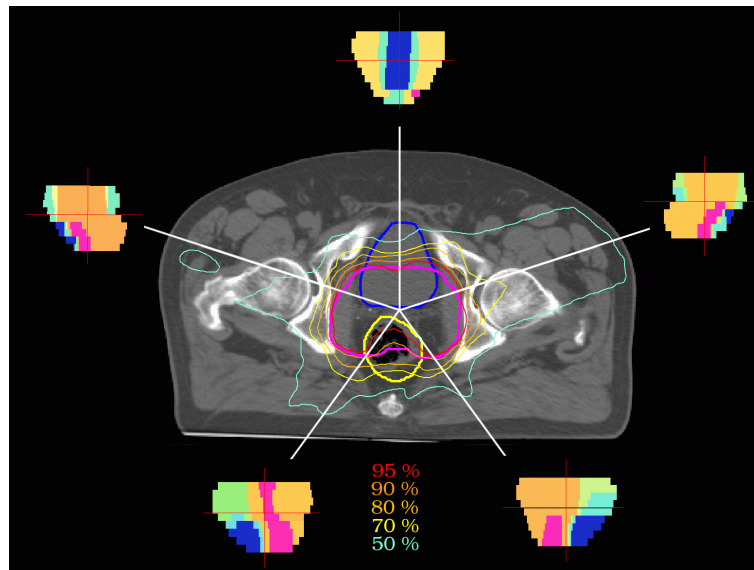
CT-Schnittbild eines Patienten mit Prostatakarzinom. Dargestellt sind die verschiedenen planungsrelevanten Strukturen (blau: Blase; violett: PTV; gelb: Rektum) sowie die Gesamtdosisverteilung. Für die 5 koplanaren Felder der IMRT-Bestrahlung sind ferner die farbko-dierten Fluenzverteilungen angegeben.
